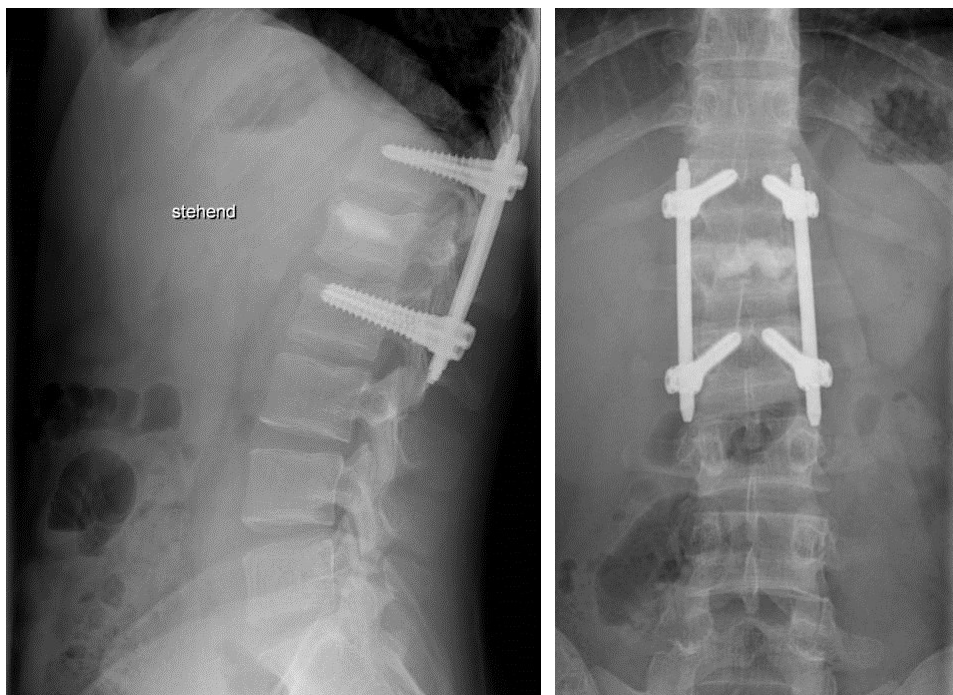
postoperative Röntgenaufnahmen
